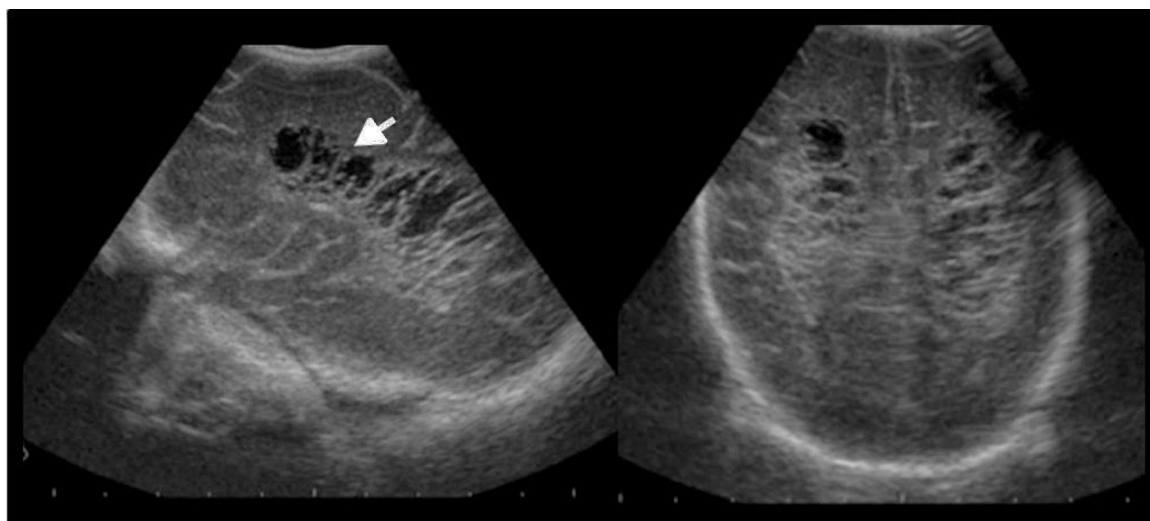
Ecografía transfontanelar revela signos de leucomalacia periventricular con cavidades quísticas periventriculares (flecha).
